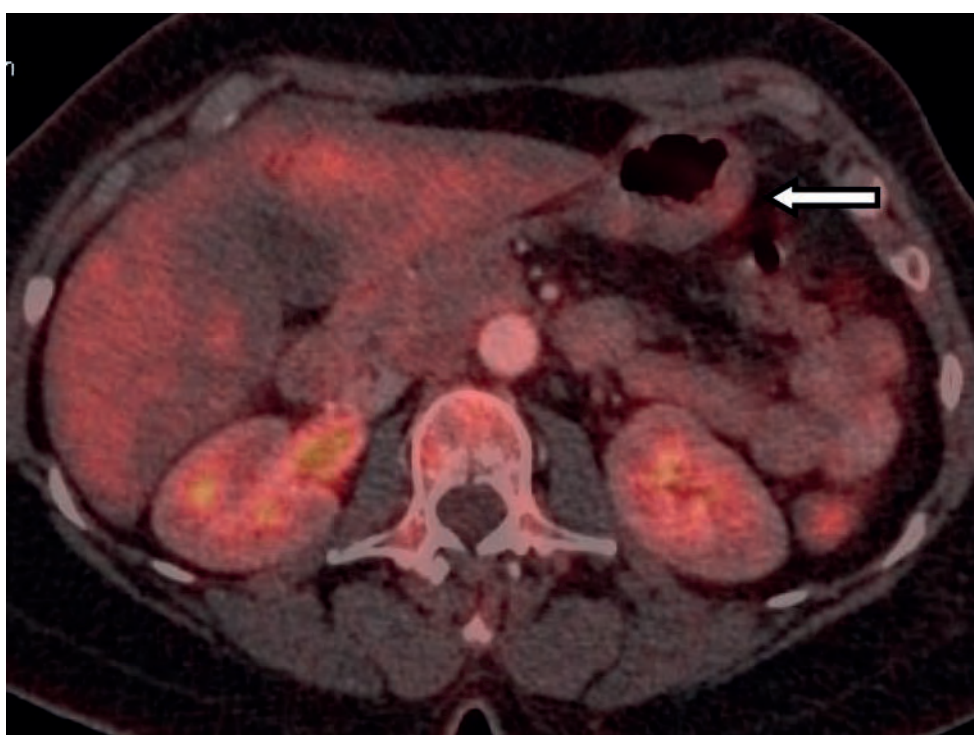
ПЭТ/КТ-томограмма больной В. после 4 курсов ИПХТ (через 3 нед) при ПЭТ/КТ визуализируется минимальное остаточное накопление ^{18}F -ФДГ ($\text{SUV}_{\text{max}} = 5,4$)
